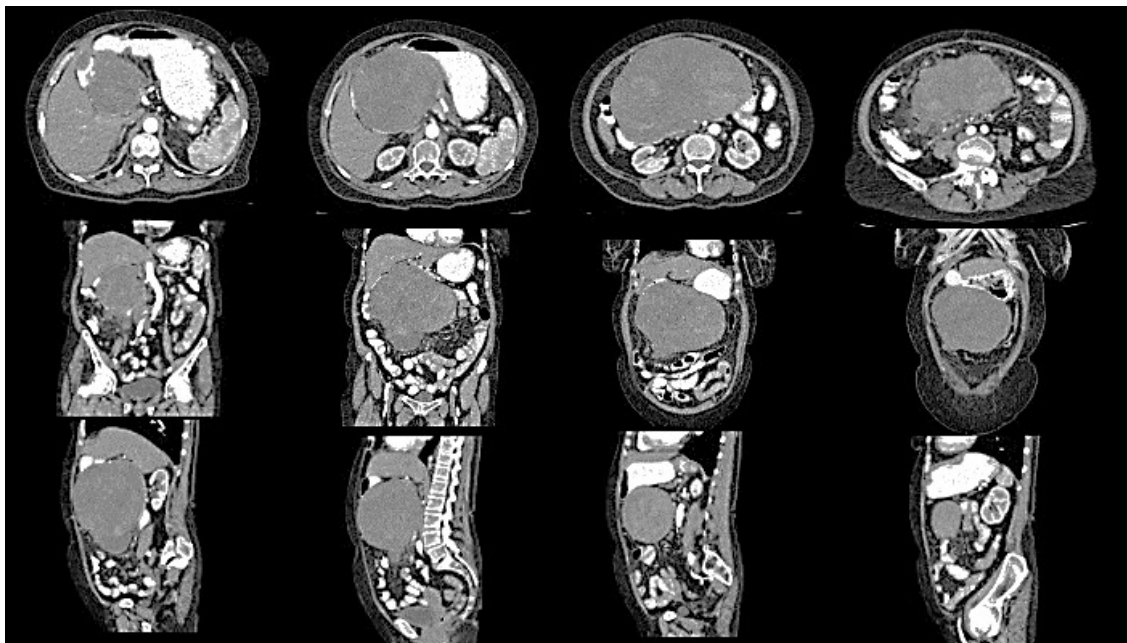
Imágenes de TC en cortes axiales, coronales y sagitales en fase simple y con medio de contraste oral. Se puede observar una masa de gran tamaño, en íntimo contacto con la cámara gástrica, el duodeno y el páncreas, de aspecto sólido, heterogéneo, de predominio hiperdenso, ovalado con bordes lobulados.
